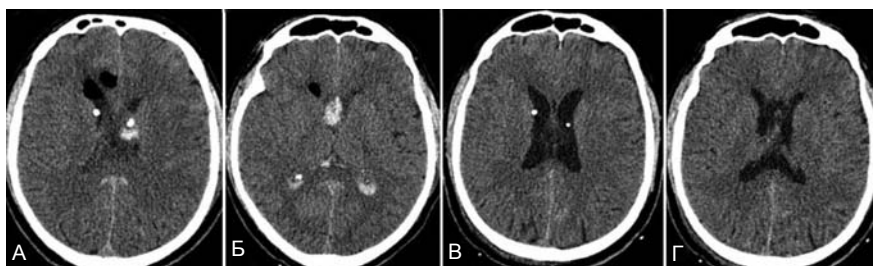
СКТ головного мозку. А, Б – перша доба; В, Г – третя доба після зовнішнього дренажу шлуночків і початку вентрикулярного фібринолізу.
